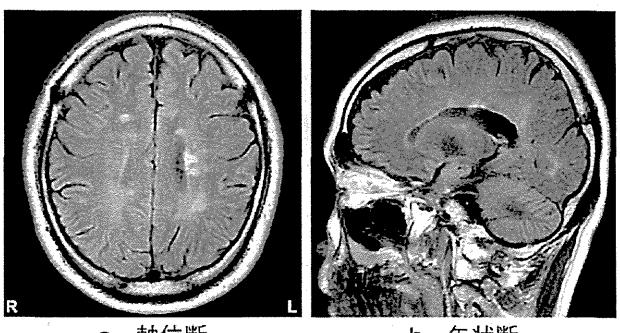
MS 患者の頭部 MRI 画像 (FLAIR)
